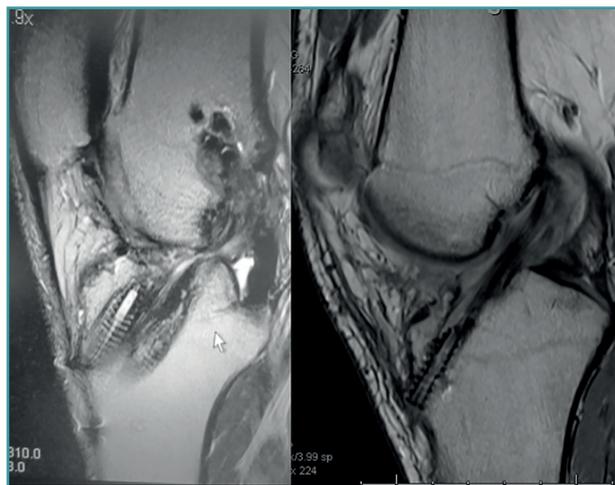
El estudio mediante resonancia magnética permite evaluar la situación de la plastia del ligamento cruzado anterior, así como del resto de las estructuras intraarticulares.
